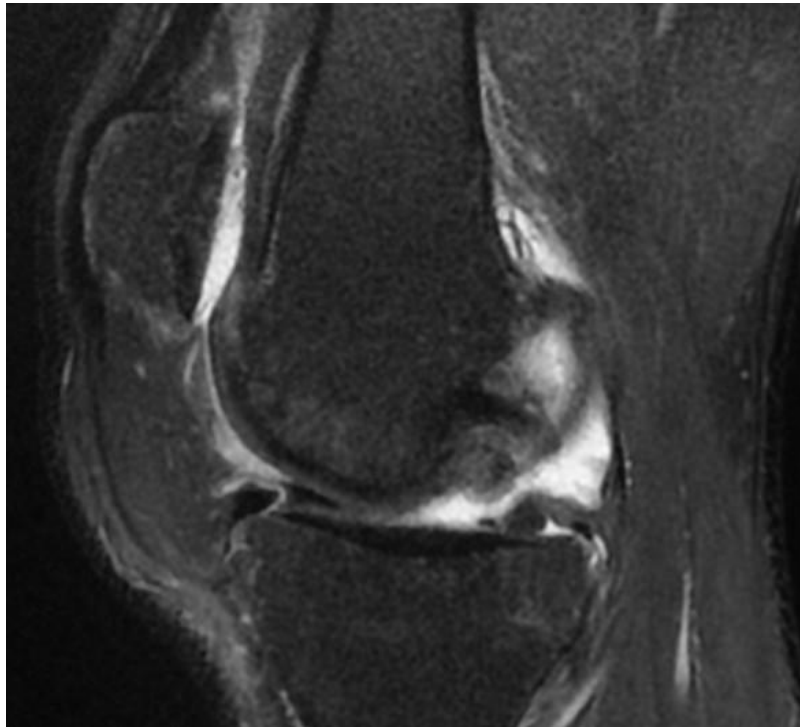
IRM coupe sagittale montrant une rupture totale du LCA avec discontinuité de ses fibres
